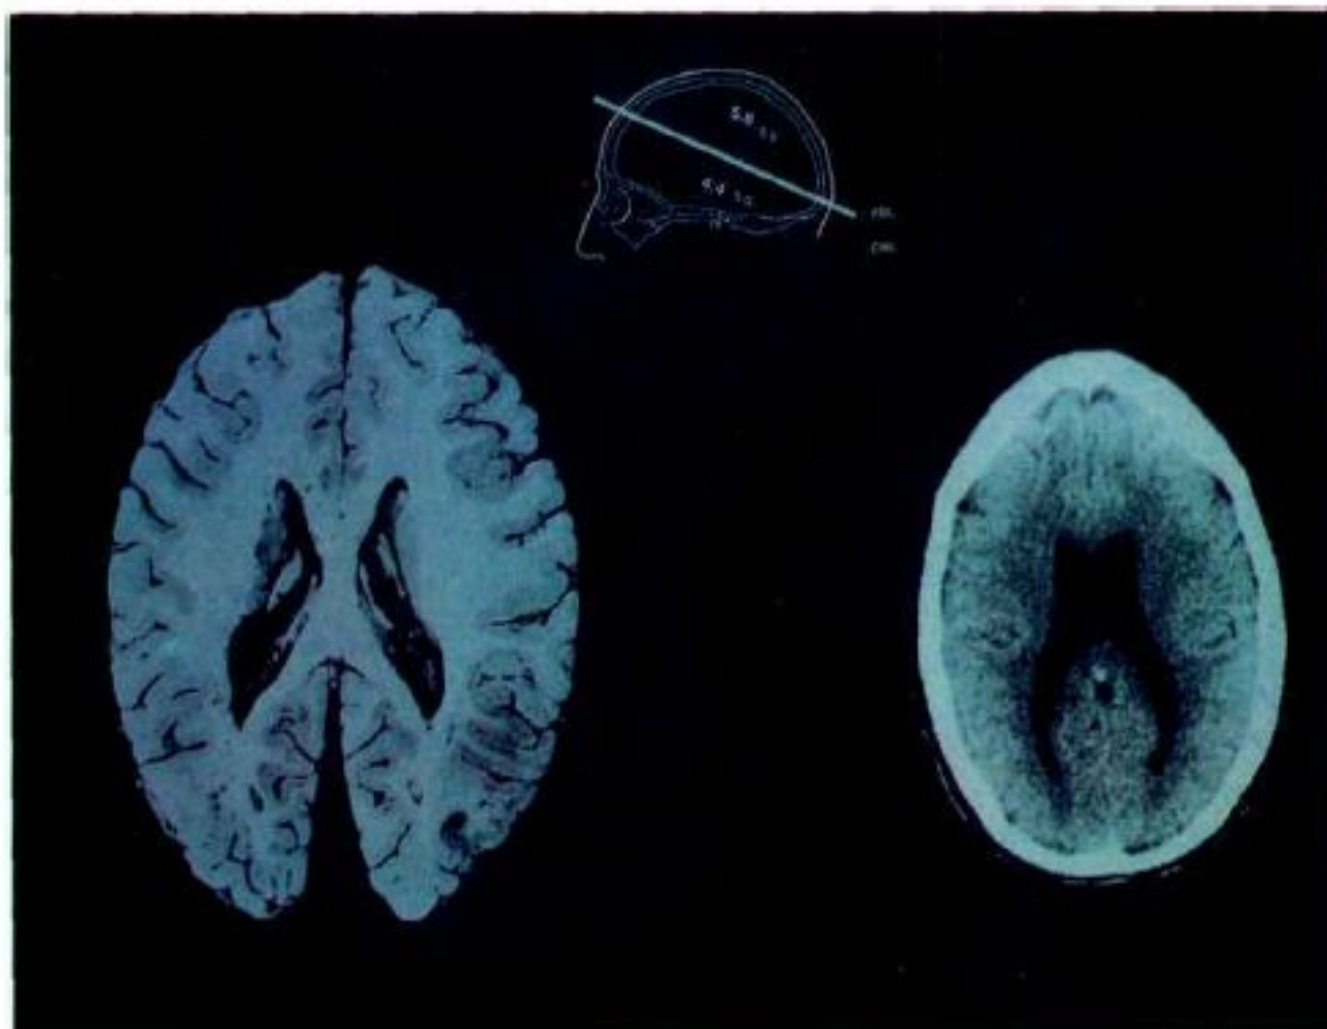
Компьютерная аксиальная томограмма позволяет психиатру увидеть поверхность мозга и очертания желудочков. По сравнению с мозгом здорового человека (слева) желудочки в мозгу шизофреника сильно увеличены (справа), что свидетельствует о процессе разрушения коры.
